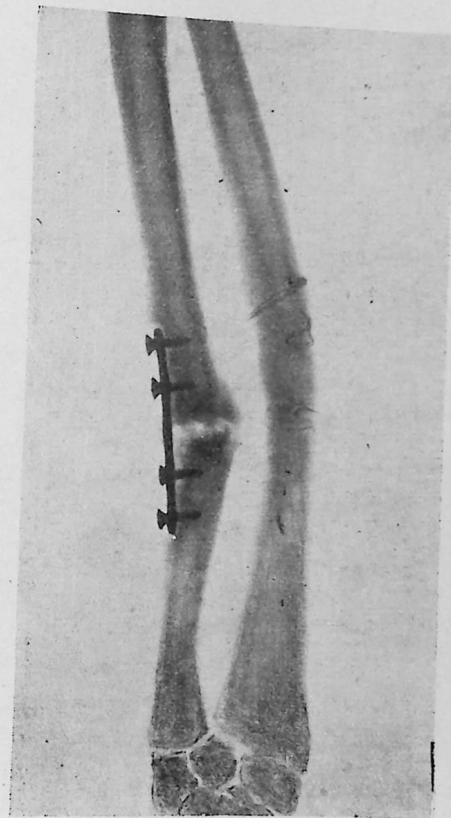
Radiografía de los huesos del antebrazo del Sr. P. C. tomada en Londres en 1930 en que se puede apreciar la perfecta consolidación ósea del radio operado en Chile en 1923 y la placa de Lambotte colocada en Londres en 1924 para corregir la sendartrosis del cúbito por enclavijamiento medular. Se puede apreciar la falta de consolidación ósea del cúbito y la usura que ha causado el hueso esta placa dejada a permanencia así como la reabsorción del hueso en los puntos en que hay tornillos.
